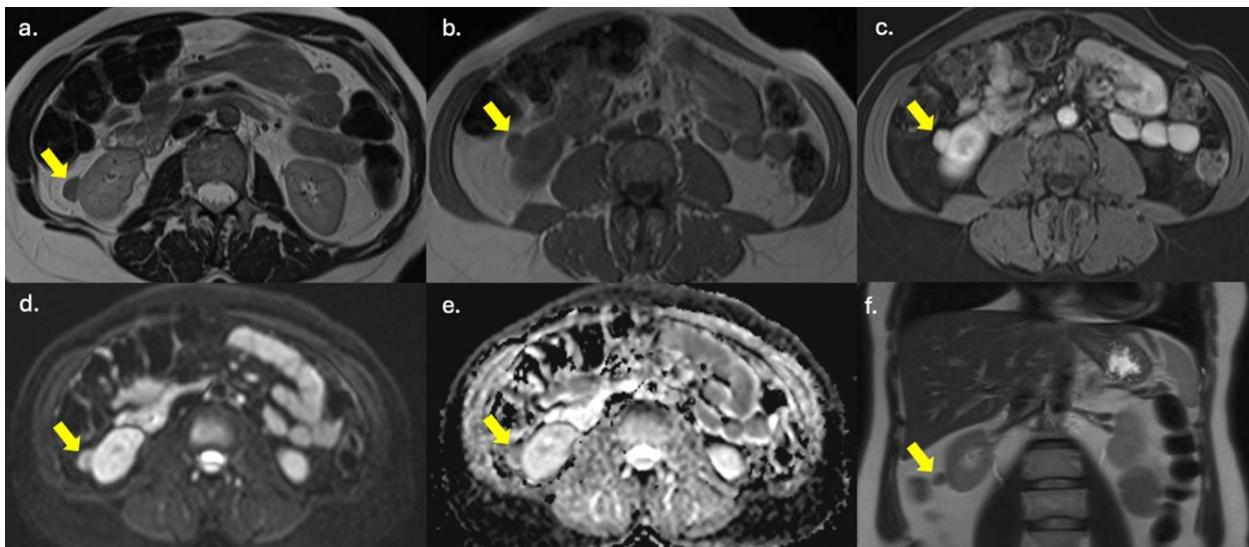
Resonancia magnética de abdomen. Se identifica una lesión sólida con componente quístico en el polo inferior del riñón derecho, con un diámetro máximo de 13 mm.
